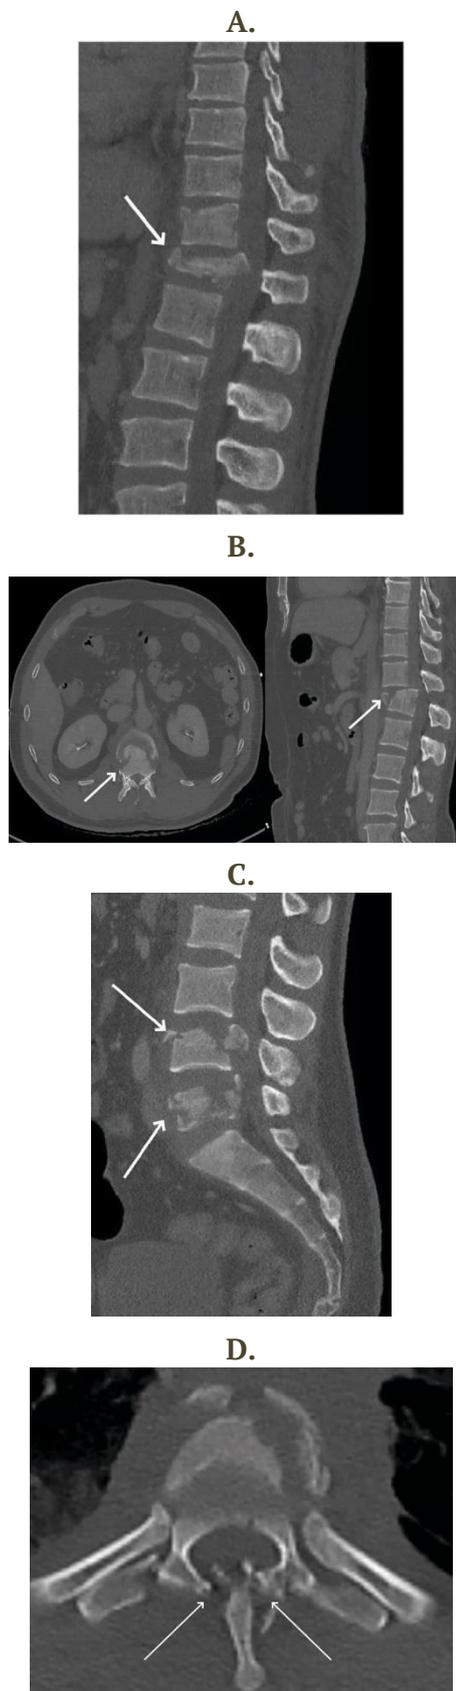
Переломи грудного і поперекового відділів хребта. А. Перелом T12 (стрілка). В. Компресійний перелом L1 з ретролістезом і стенозом спинномозкового каналу на КТ-зображеннях (стрілки). С. Розривні переломи L4 та L5 (стрілки). D. Двосторонній перелом пластинок і тіла T6 (стрілки).
